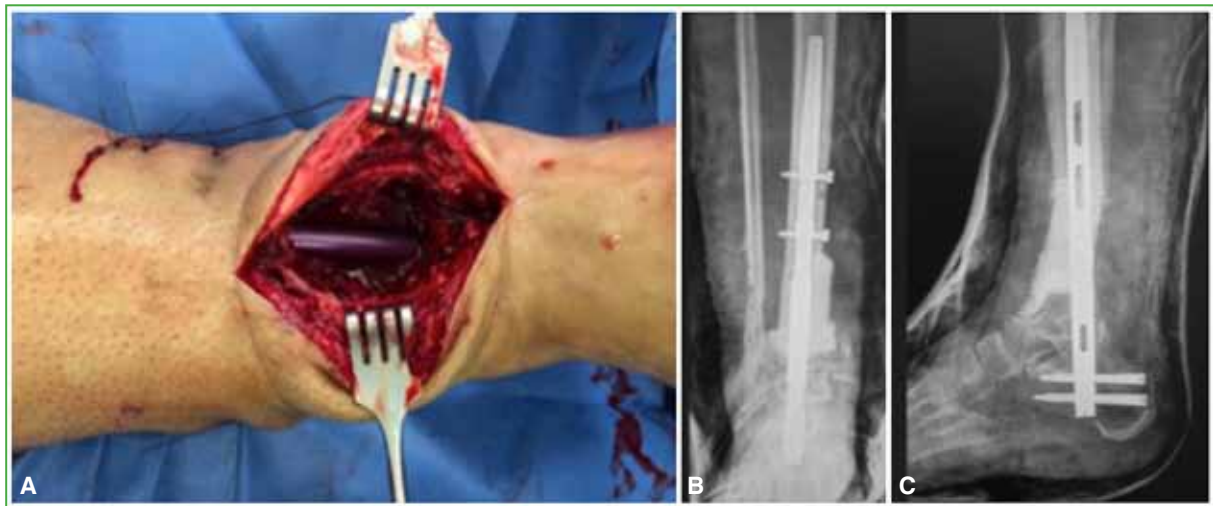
A. Imagen intraoperatoria de la resección ósea y la estabilización con clavo endomedular. B y C. Radiografías de tobillo, de frente y de perfil, luego del primer tiempo quirúrgico.
